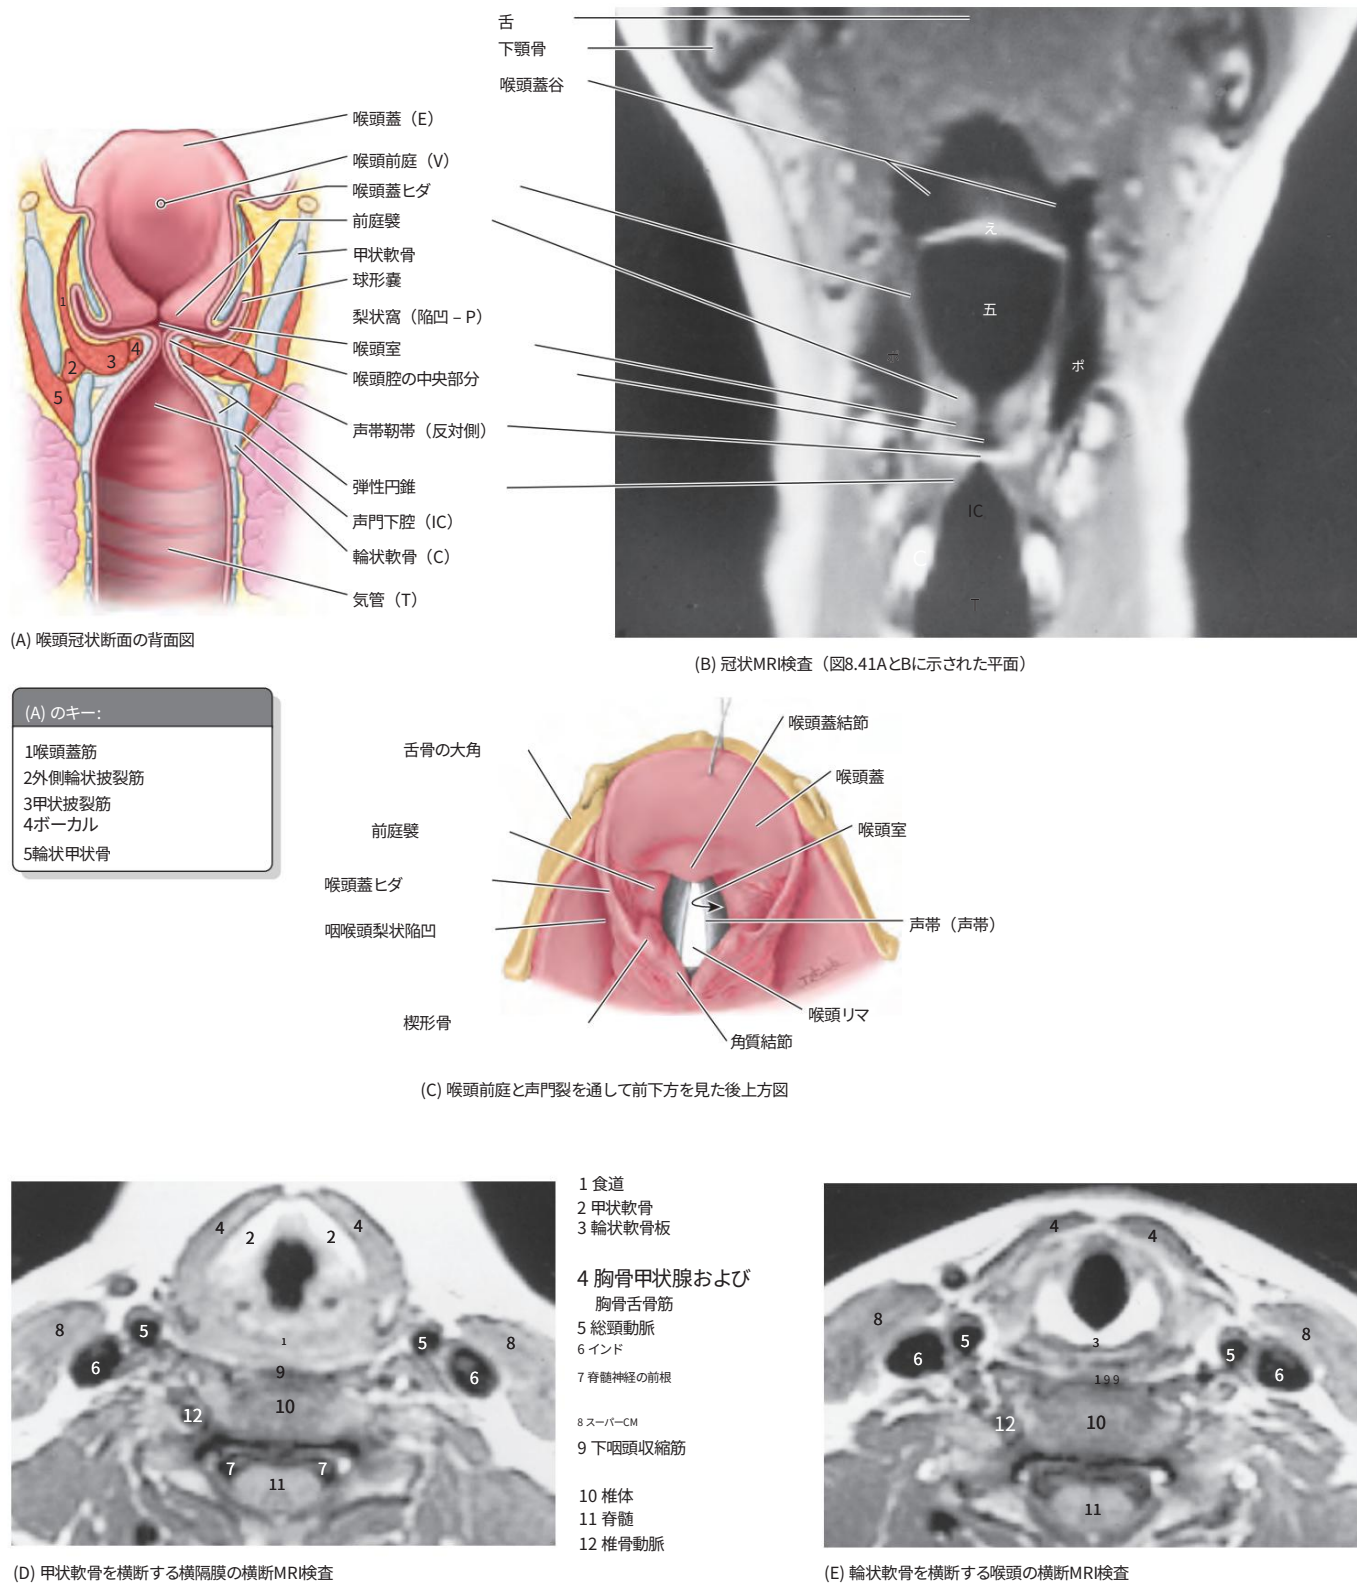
喉頭のひだおよび区画。A. この冠状断面は、喉頭の区画、すなわち前庭、左心室と右心室のある中間区画、および声門下空洞を示しています。B. この MRI 検査は、中咽頭の喉頭蓋谷、喉頭-咽頭の梨状窩、喉頭の前庭ヒダと声帯ヒダを示しています。C. 声門裂 (声帯ヒダ間の空間) は、喉頭入口と前庭を通して見るすることができます。喉頭入口は、(1) 前方では喉頭蓋の自由曲面縁、(2) 後方では披裂軟骨、それらを覆う角状軟骨、およびそれらを結合する披裂間ヒダによって境界が定められています。そして、(3) 楔状軟骨の上端を含む喉頭蓋の両側に。D と E. これらの横断面は、部分 C と同じ方向に向いており、声門裂の上部 (D) と下部 (E) を通過します。(MRI 検査は、カナダ、オンタリオ州トロントの University Health Network の W. Kucharczyk 博士のご厚意により提供されました。)
